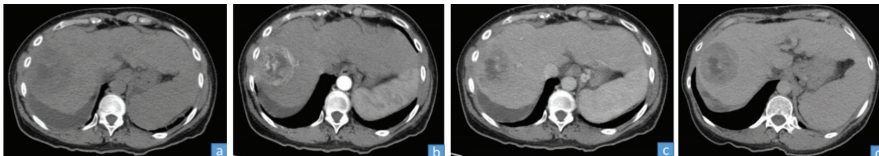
Imagen de TC trifásica mostrando un HCC en: a: fase simple, b: fase arterial, c: fase portal, d: fase de equilibrio
